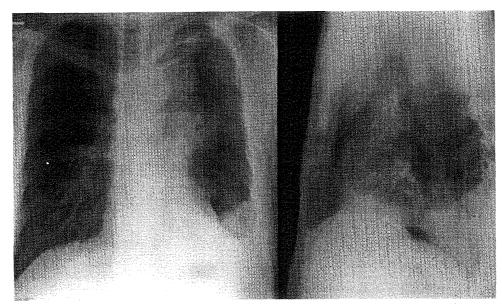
Chest X-ray film on admission showed widening of the anterior mediastinum, a lesion overlapping aortic shadow and masses in the left upper lobe and chest wall.
